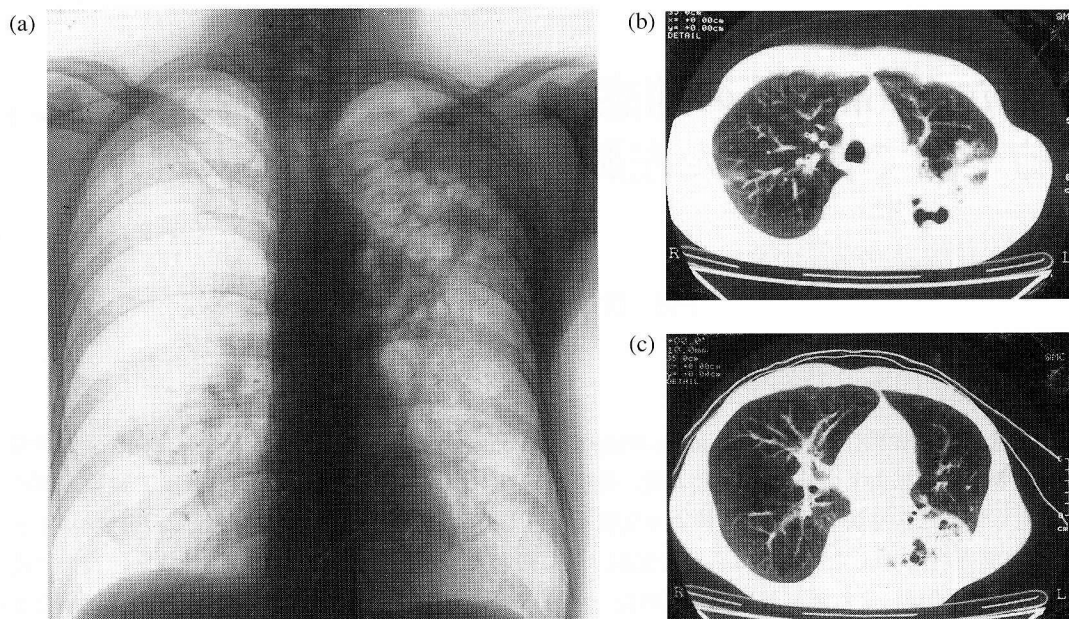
(a) Chest radiograph at the initial visit showed infiltrative shadows with multiple cavities in the left apico-posterior region. (b) (c) Chest CT on admission demonstrated multiple sclerotic cavities in the left apico-posterior region, otherwise mild hyperlucency in the neighboring S³ anteriorly, asymmetry in the both side of the thorax and mediastinal shift to the left.
